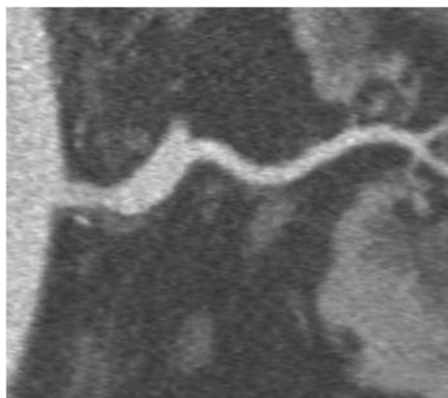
肾动脉狭窄患者(男性,59岁)CTA曲面重建肾动脉主干走行曲度图 图中,曲面重建图像显示狭窄侧肾动脉混合性斑块,以脂质斑块为主,肾动脉主干走行曲度较大。CTA:CT血管造影。
